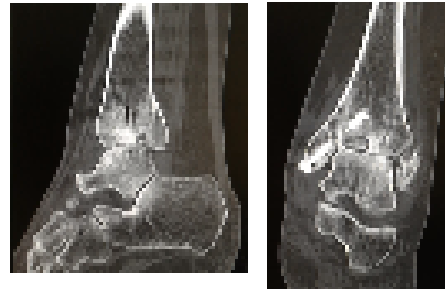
Cortes sagital y coronal de TC de tobillo izquierdo donde se observa lesión condral central de tibia distal y signos de artrosis tibioastragalina.
